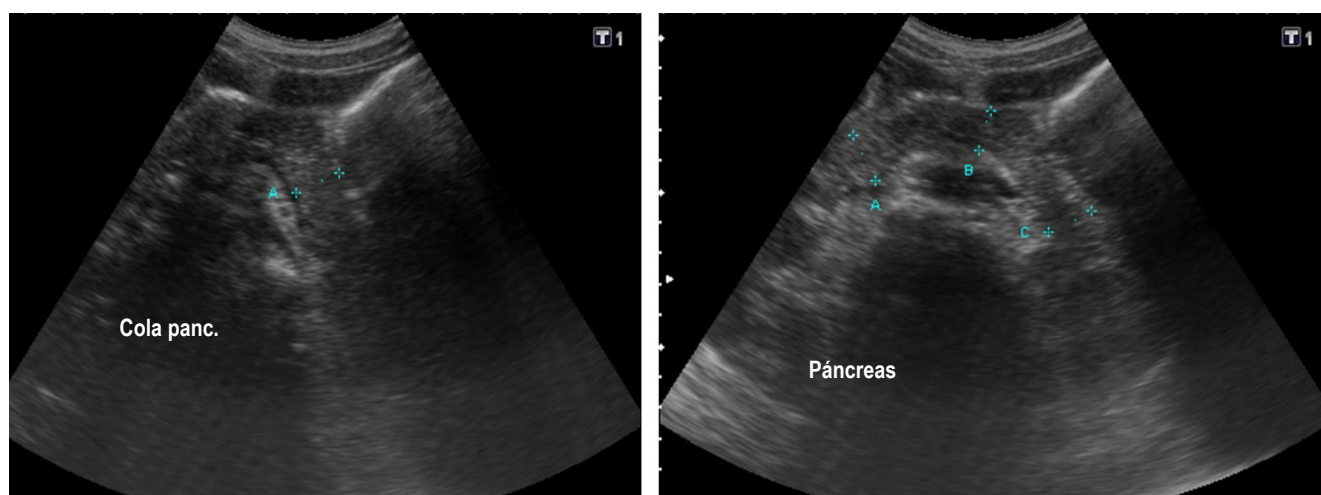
Ecografía de abdomen total. La imagen indica un engrosamiento focal de las paredes en la porción del cuerpo y cuello con líquido perivesicular. Páncreas con engrosamiento focal de la bolsa con un diámetro de hasta 22 mm. Fuente: historia clínica del paciente.
